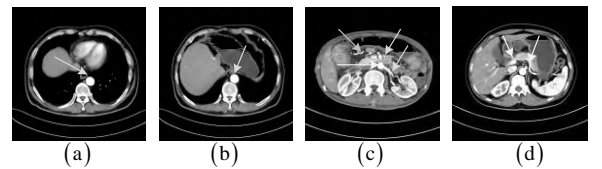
CT vascular images of different patients. (a) and (b) arrows point to the aorta (c) and (d) arrows point to the aorta and artery
